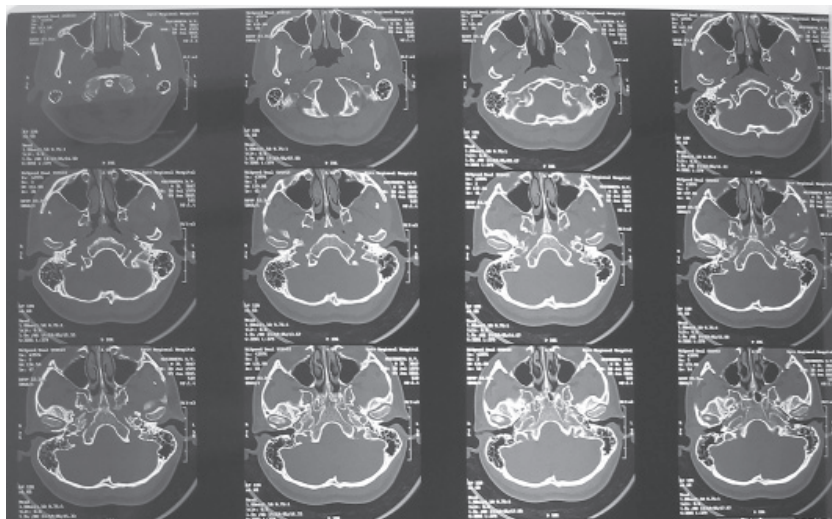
На контрольній КТ скроневих кісток від 09.06.2015 р. на тлі проведення антимікобактеріальної терапії визначається відновлення пневматизації комірок соскоподібного відростка.
